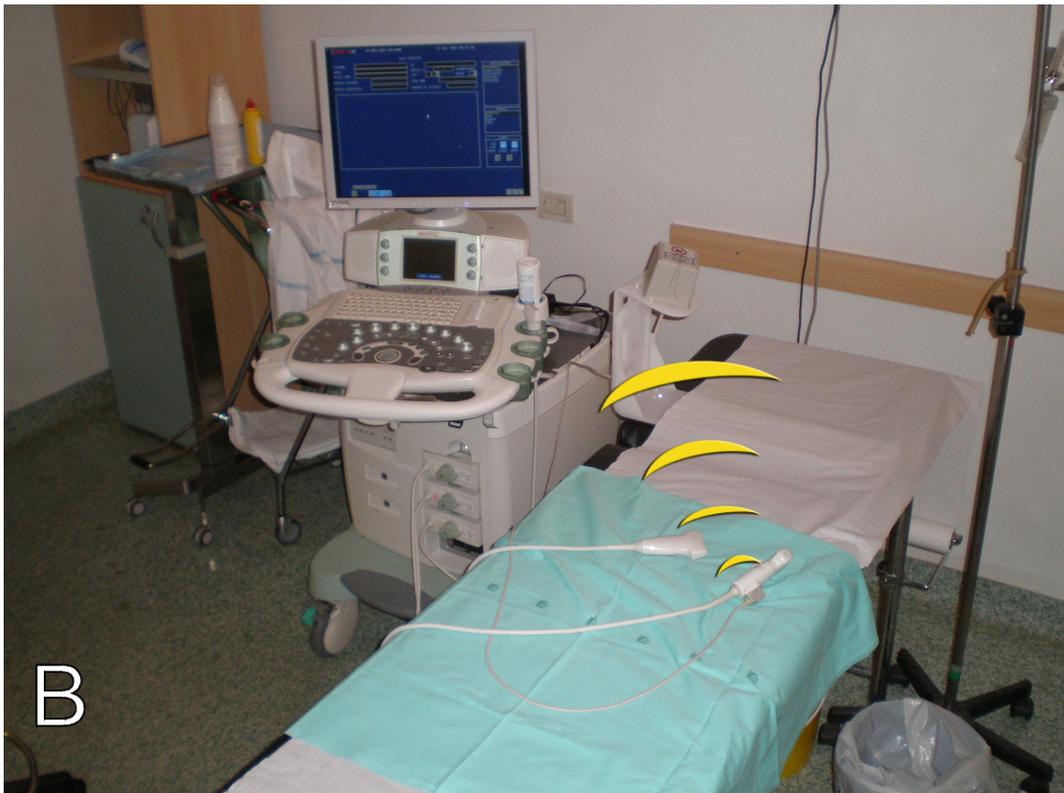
A) Trasmettitore elettromagnetico, B) Ricevitore elettromagnetico montato sulla sonda ecografica
